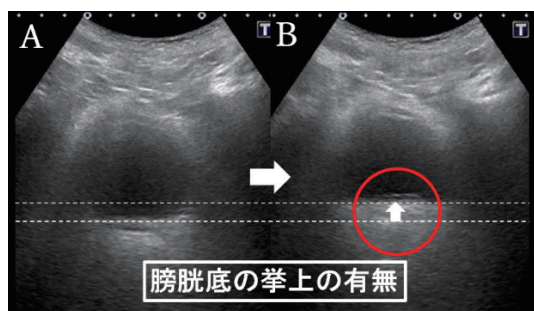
エコー（経腹的超音波断層法）によるPFMTの評価（前額面の膀胱）
